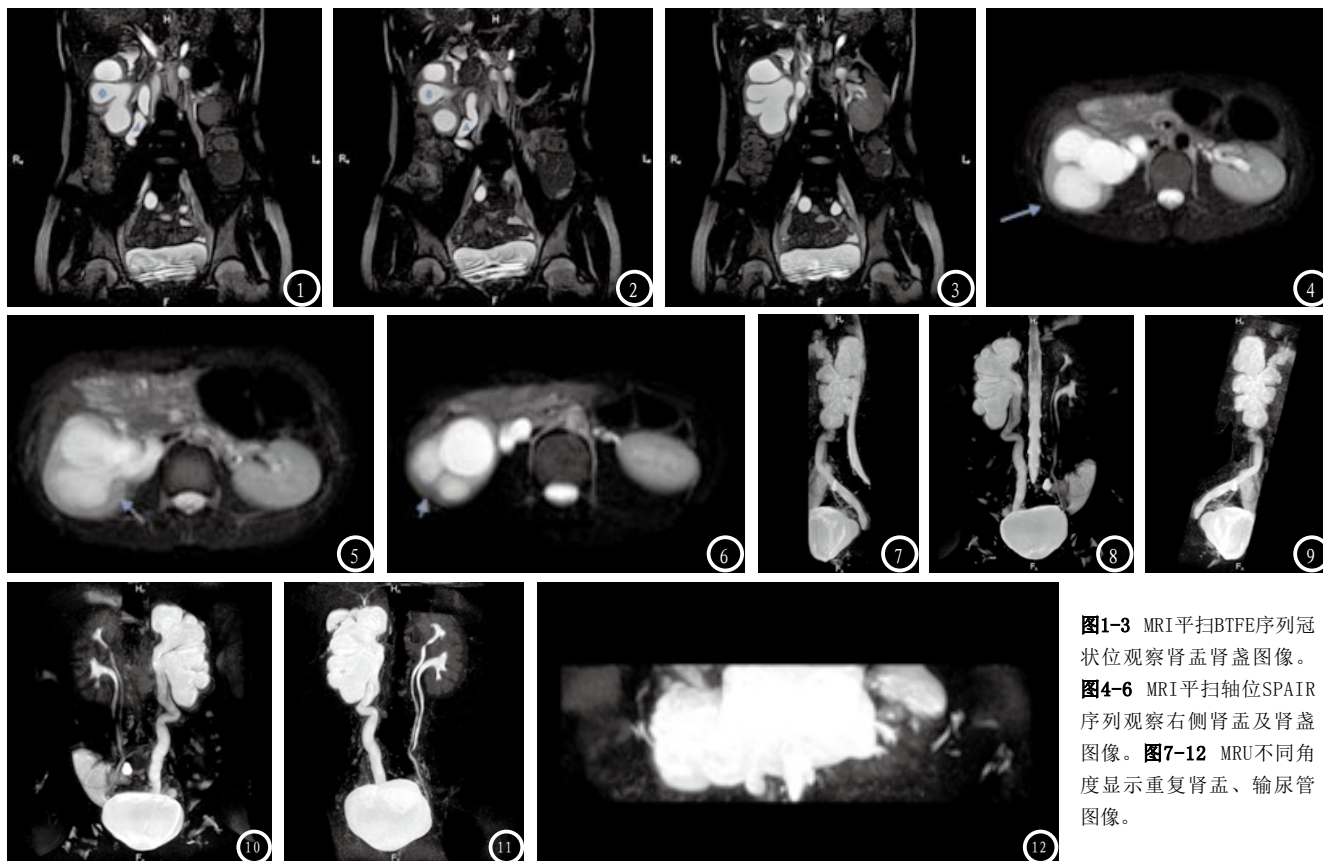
MRI平扫BTFE序列冠状位观察肾盂肾盏图像。
